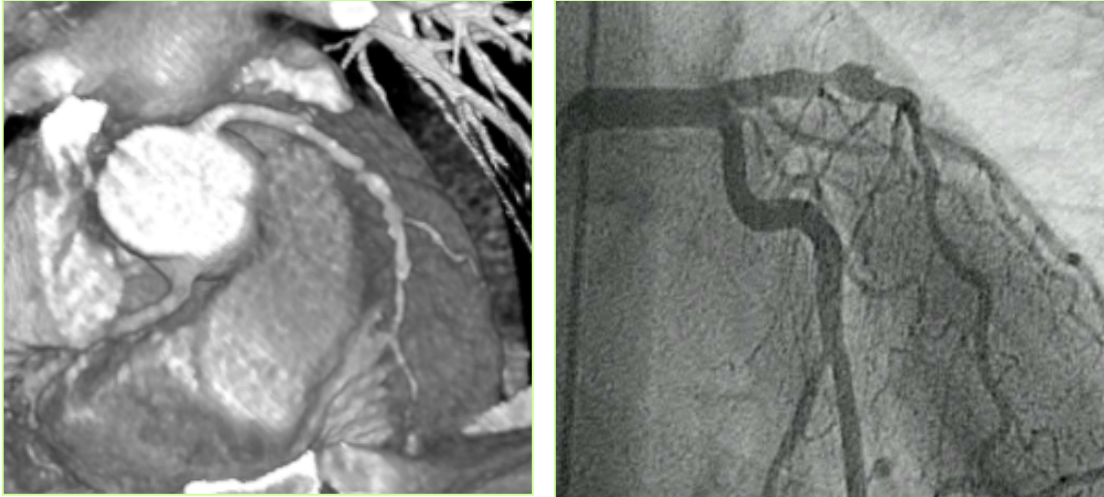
Höhergradige Stenosierung im Verlauf des RIVA in der CT-Koronarangiographie und in der entsprechenden Katheteruntersuchung
